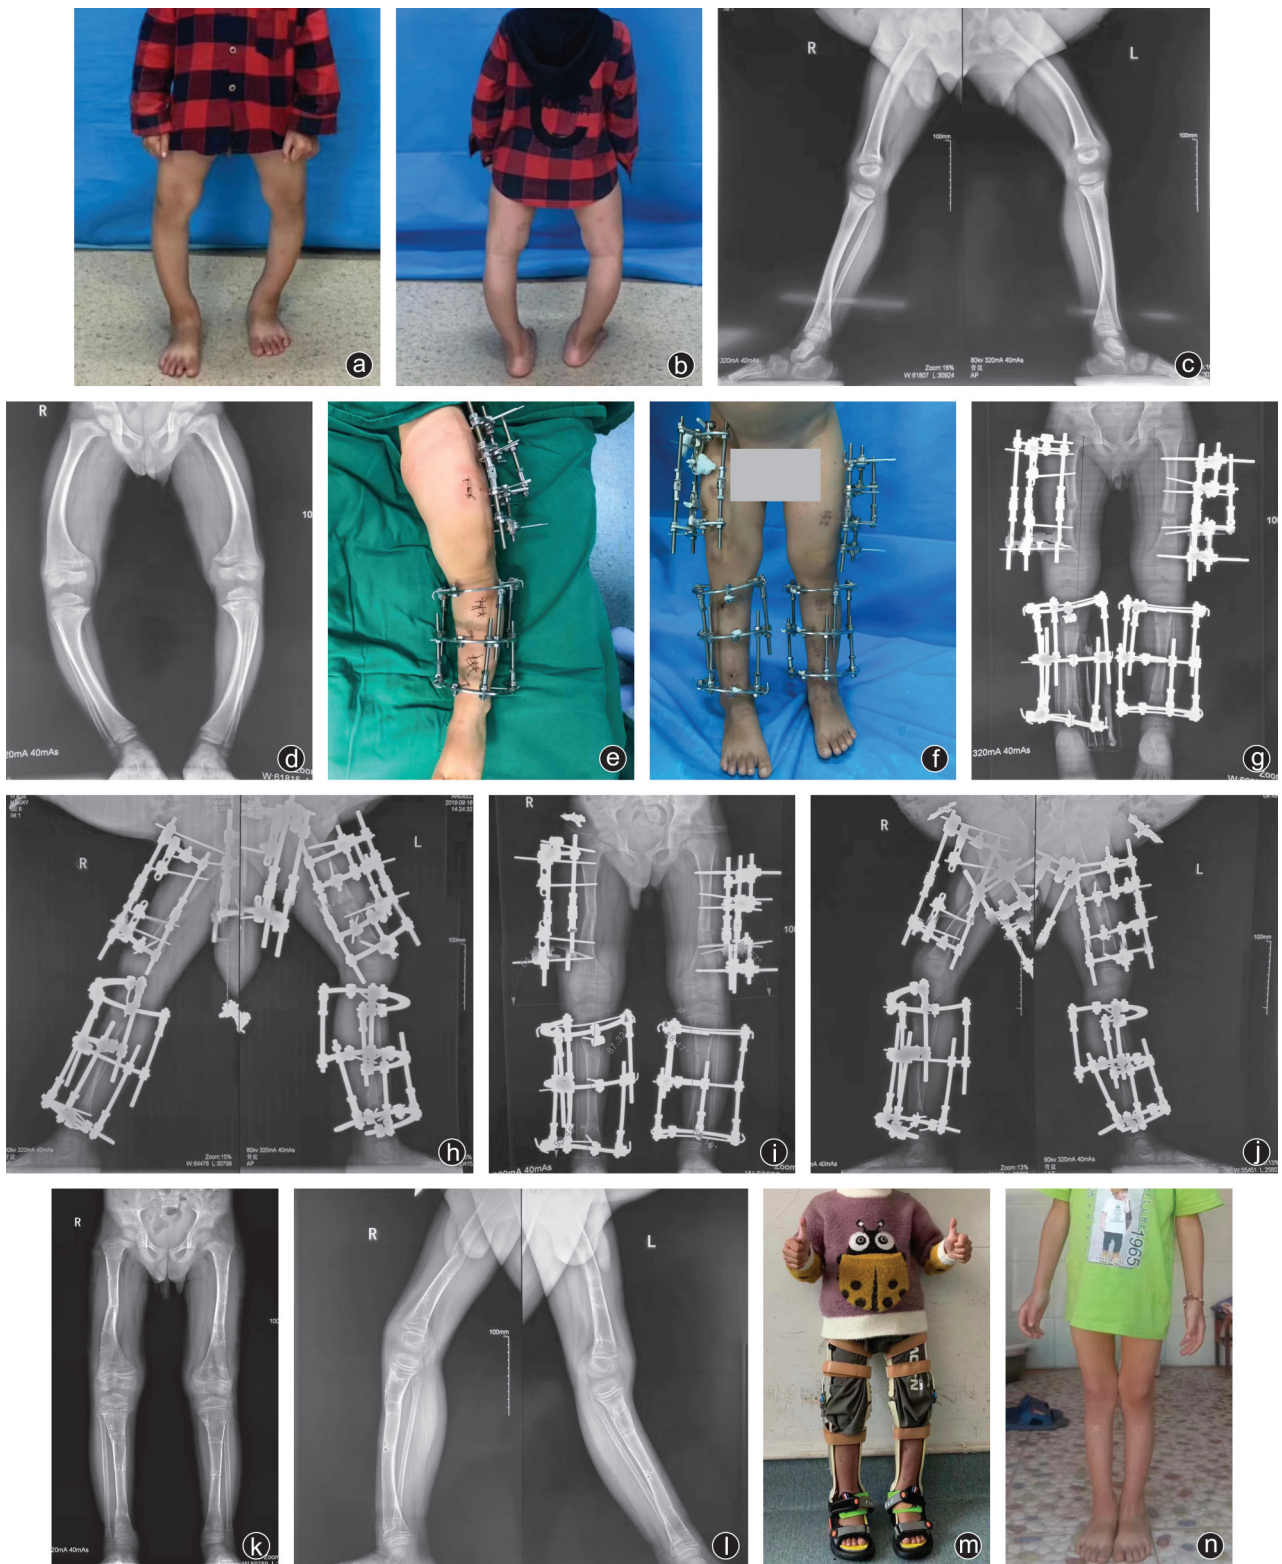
病人,男,4岁,重度先天性“O”型腿畸形,采用股骨、胫骨微创截骨联合改良 Ilizarov 技术治疗 a,b:术前正面及后面外观照示重度“O”型腿畸形;c,d:术前双下肢全长正侧位X线片示双侧膝关节内翻,股骨和胫骨向外成角畸形,股骨和胫骨前弓畸形;e:术后即刻外观照示大腿采用单侧三维外固定器固定,小腿选择 Ilizarov 外固定器固定;f:术后6周外观照示“O”型腿畸形较术前明显改善;g,h:术后6周双下肢全长正侧位X线片,截骨部位骨痂生长良好;i,j:术后20周双下肢全长正侧位X线片,截骨部位骨折线已模糊;k,l:术后34周截骨部位已愈合,拆除外固定器后的双下肢全长正侧位X线片;m:术后34周拆除外固定后佩带支具外观照示“O”型腿畸形矫正满意;n:术后1年外观照示外观满意,无“O”型腿畸形
